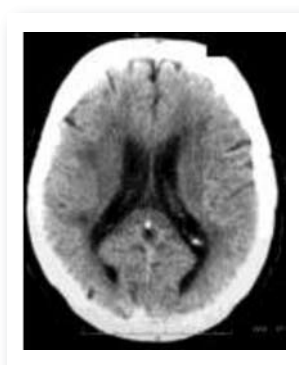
Tomografía Axial Computarizada Normal.
